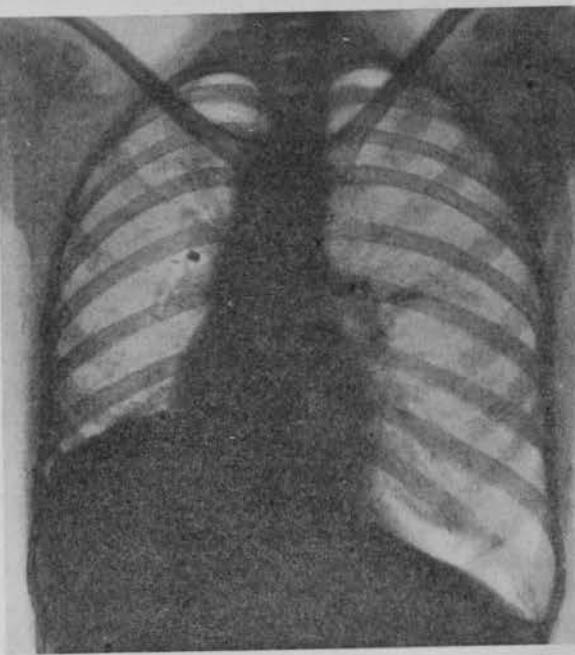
Radiografía 3.<sup>a</sup>
